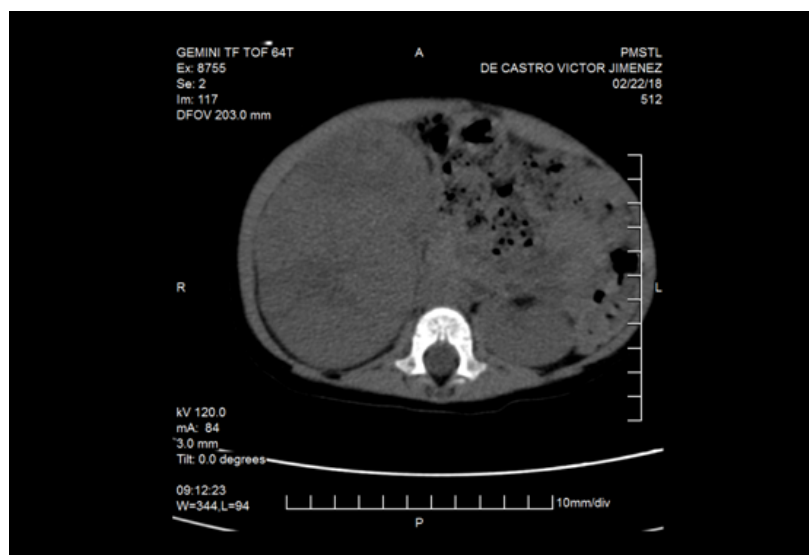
Imagen de la TAC renal con énfasis en el riñón derecho.
